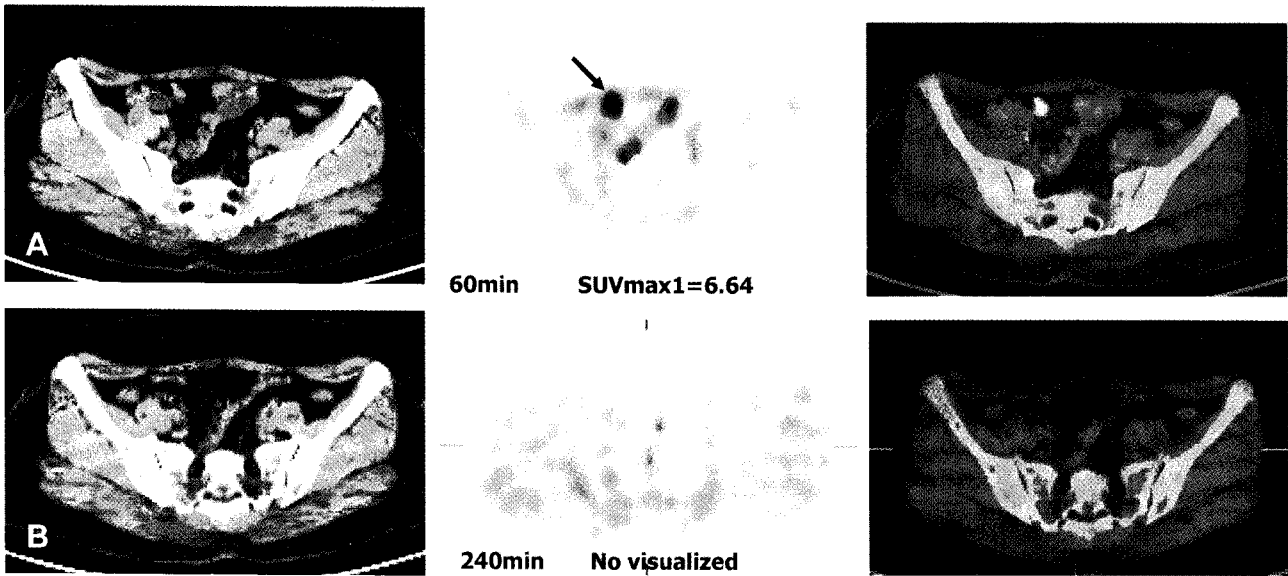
A 57 years old patient with a history of gastric cancer operation underwent F-18 FDG PET/CT. A colonic focal uptake (SUVmax1=6.64, arrow) was visible in early images (A), but it was disappeared in delayed images (B). The focal uptake regarded it as a physiological uptake.
